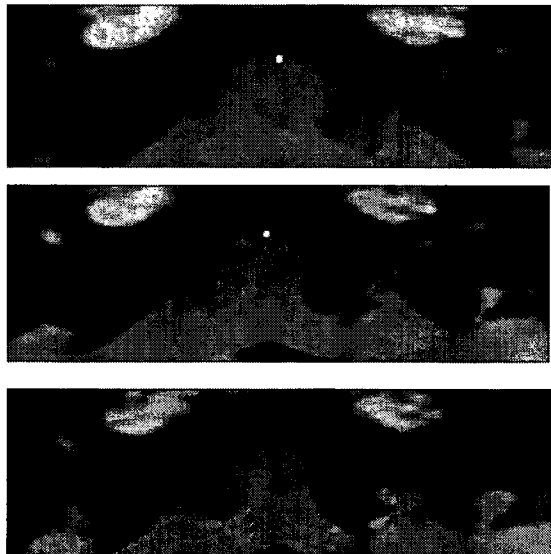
右前庭神経炎症例の造影 3D-FLAIR 像. 右内耳道底に造影効果を認める.
